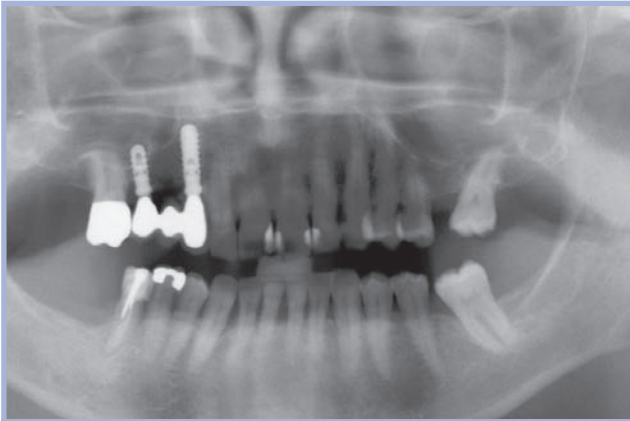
Finalizzazione protesica: immagine radiografica
